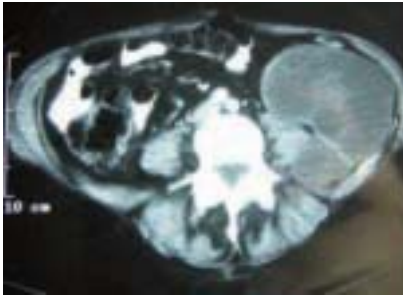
TDM pelvienne, coupe axiale (6/04/97): Kyste hydatique rétro-péritonéal gauche, de 100 mm de grand axe, au contenu hétérogène, contenant de nombreuses vésicules filles.
